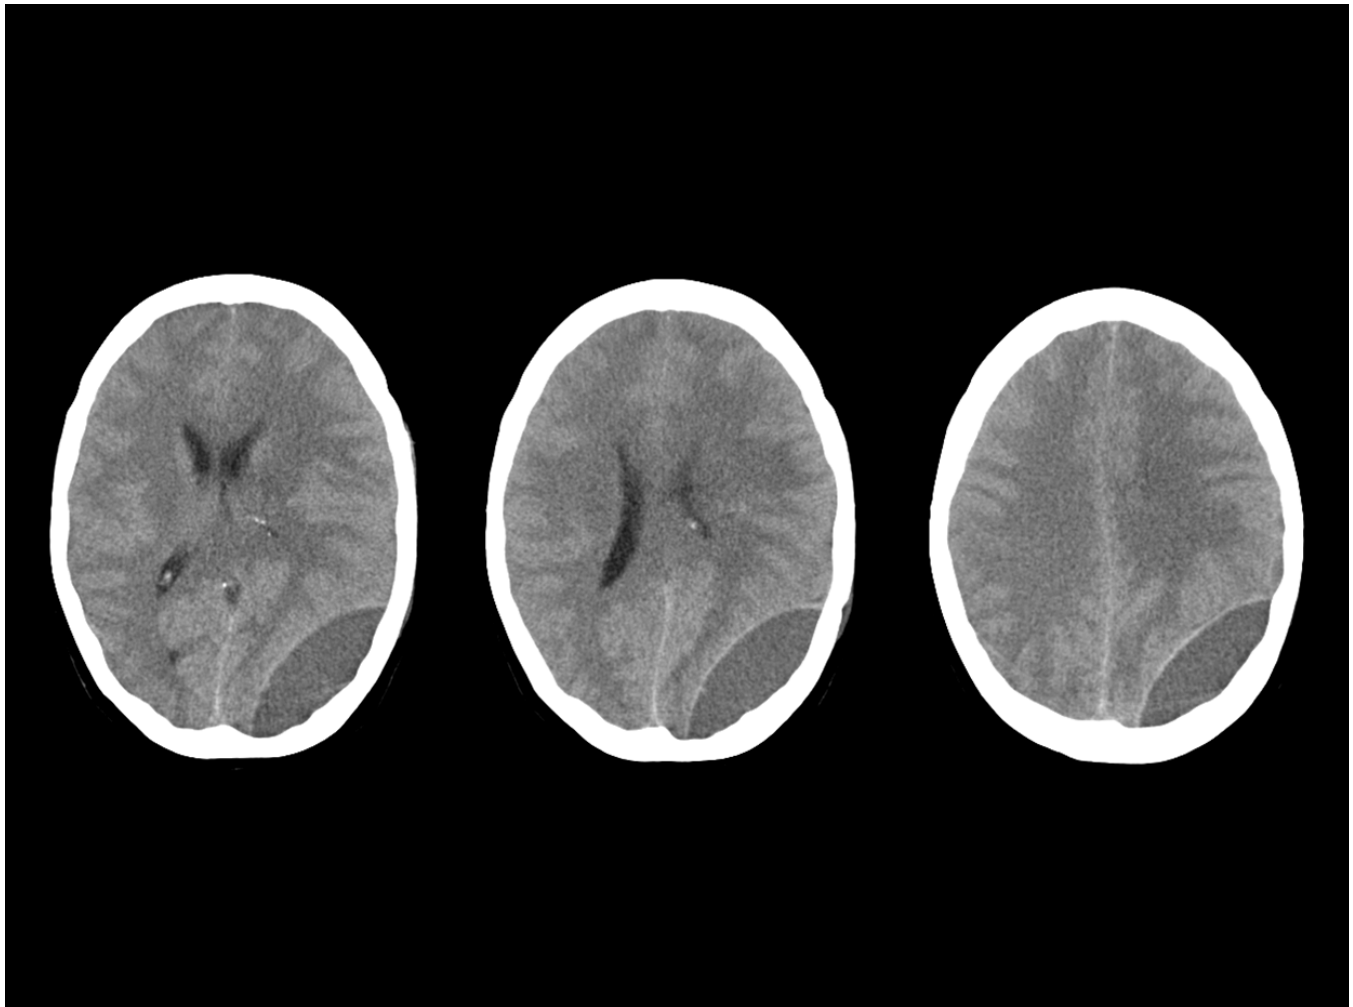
Cuadro de desorientación en mujer de 80 años afebril. Arriba: TC de urgencias: área hipodensa corticosubcortical occipitotemporal izquierda compatible con edema. Abajo: Secuencias T2, T1 con gadolinio y difusión de una RM cerebral realizada una semana después. Lesión con centro hiperintenso en T2 e hipointenso en T1 que restringe la difusión, con una pared que realza contraste. Los hallazgos muestran la evolución en una semana de un área de cerebritis a un absceso.
